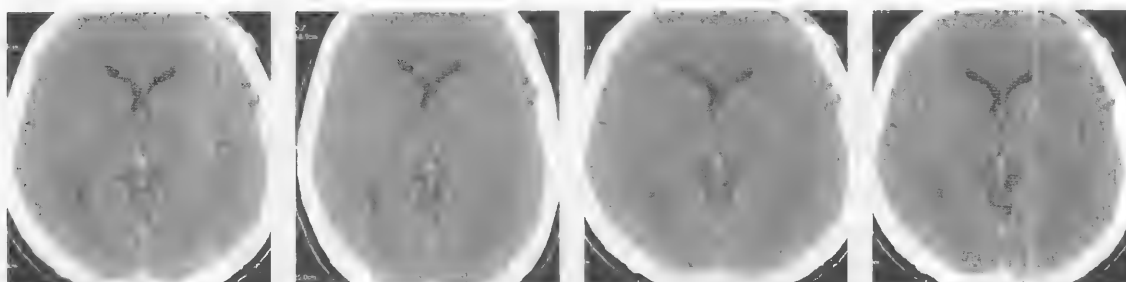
КТ. Первые сутки заболевания
